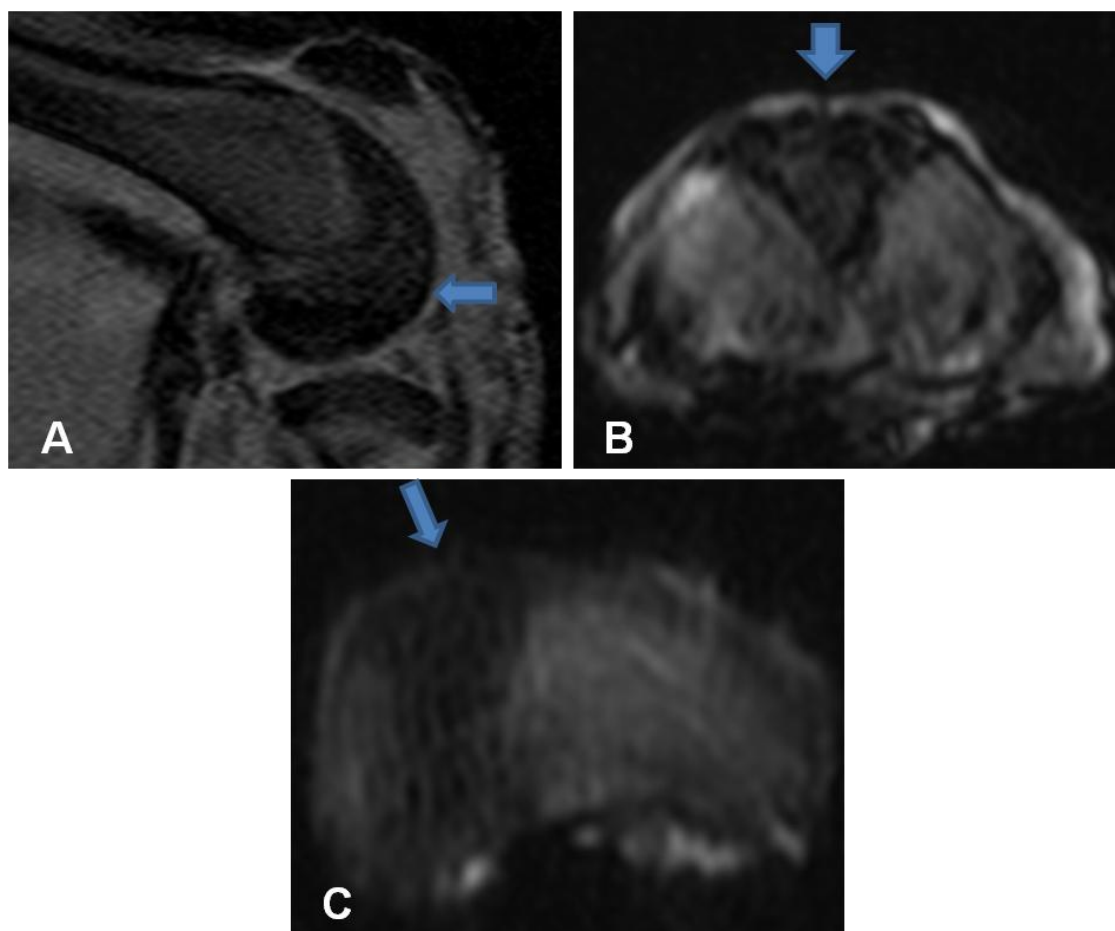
Análisis de RMN del grupo intervenido con hidrogel junto con MSCs.
